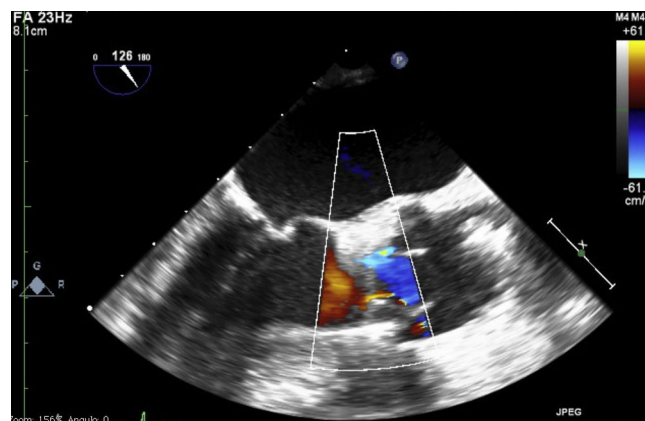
Imagen ecocardiografica de la prótesis Perceval S en sístole, con apertura correcta.
